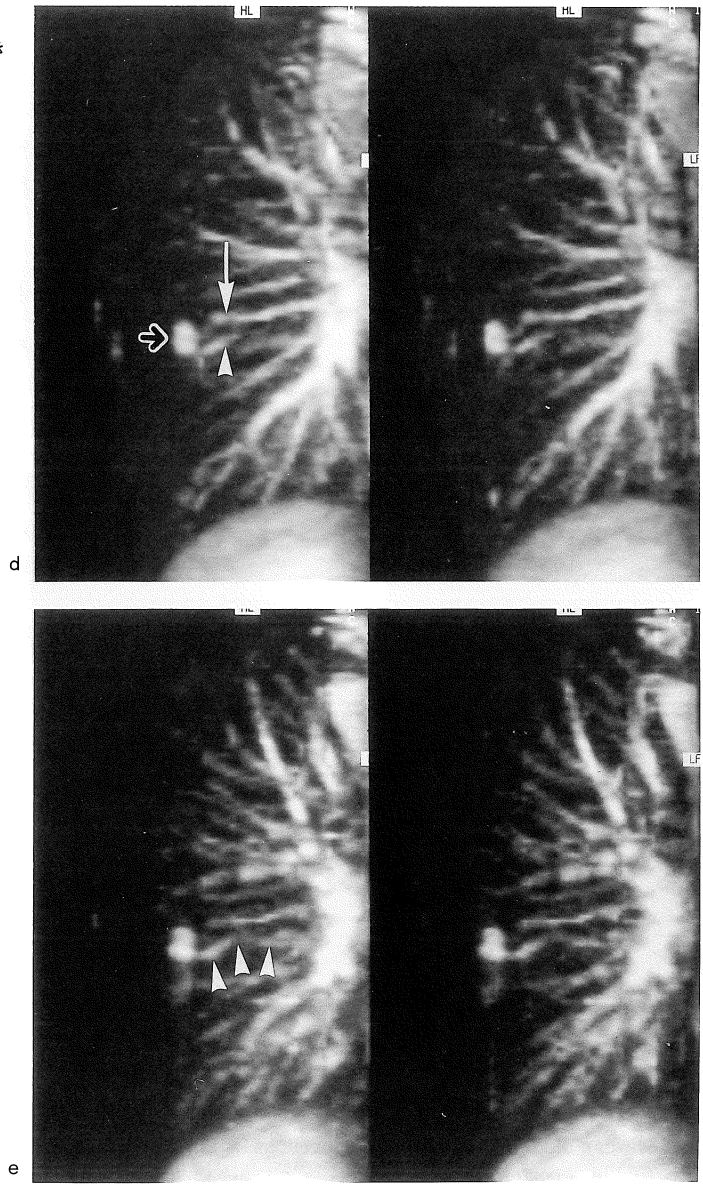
A case of a 34-year-old female with an arteriovenous fistula (AVF) in the right lung (S6). (a) A chest x-ray film by a postero-anterior projection reveals a mass (arrow) measuring about 1 cm in diameter in the right lateral middle lung field. (b) A chest x-ray tomogram shows a mass (black arrow) measuring about 1 cm in diameter in connection with vessels which are thought to be A6b (white arrow) and V6b (white arrowhead). (c) A conventional angiogram by a right anterior oblique projection using cine film demonstrates a nidus (black arrow) in connection with A6b (white arrow) and V6b (white arrowhead). (d) Precontrast stereoscopic 3D TOF MR angiograms with an imaging time of about 8 minutes reveal a nidus (black arrow) in connection with A6b (white arrow) and V6b (white arrowhead). (e) Postcontrast stereoscopic 3D TOF MR angiograms show the drainage vein (V6b) (arrowhead) clearer than that on precontrast MR angiograms (Fig.2 d).
